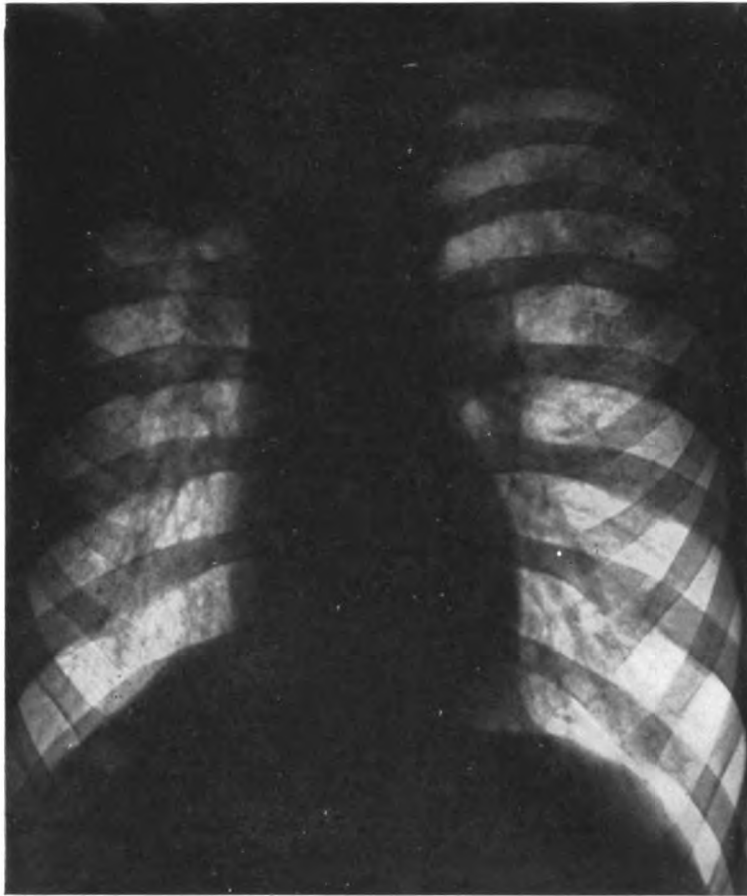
Radiographie simple (Cas n° VI).
